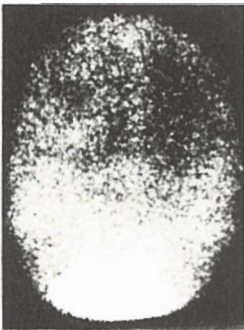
Arteriovenska malformacija desno fronto-temporalno bazalno. Gore: sekvencijalni scintigram. Dole: statički scintigrami s leva na desno AP (rani i kasni) i DP (rani i kasni).
